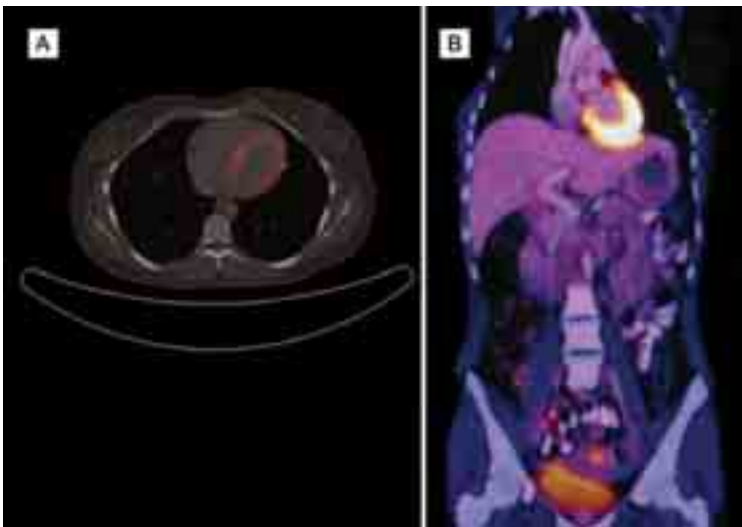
Estudio PET/CT contrastada con 18F-FDG A) Seguimiento a 8 meses corte axial se observa hipermetabolismo en ventrículo izquierdo de carácter fisiológico no patológico, sin evidencia de actividad tumoral en aurícula derecha. B) Seguimiento a 2 años corte coronal, hipermetabolismo ventrículo izquierdo sin concentración de medio de contraste en aurícula derecha indicativo de no actividad tumoral.
